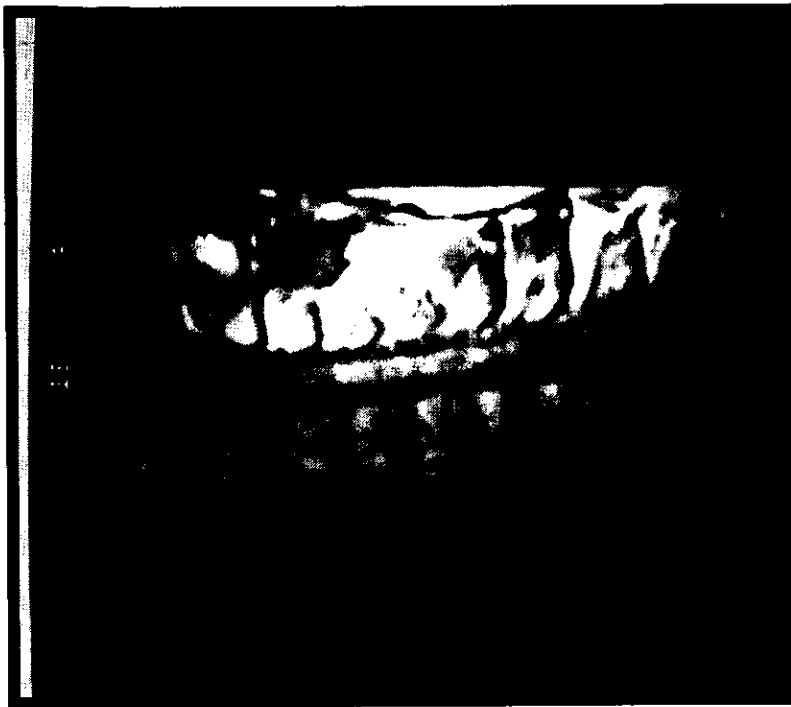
IRM sagittal control
